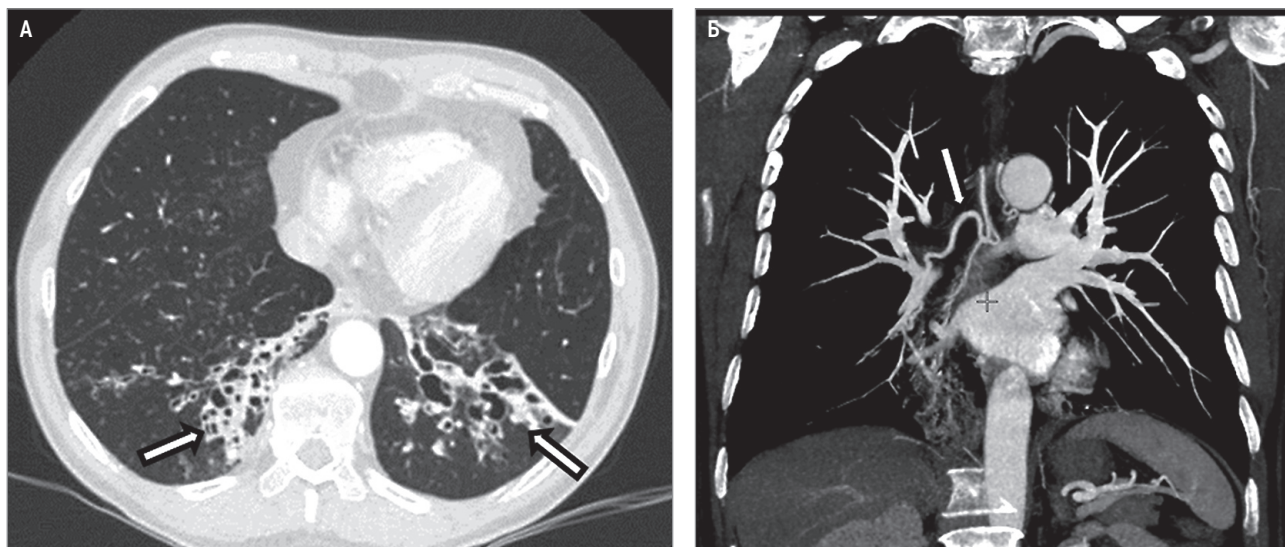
Компьютерные томограммы груди с контрастным усилением больного бронхоэктатической болезнью с рецидивирующим легочным кровотечением: А – аксиальный срез; Б – фронтальная реконструкция, режим максимальной интенсивности (MIP)
